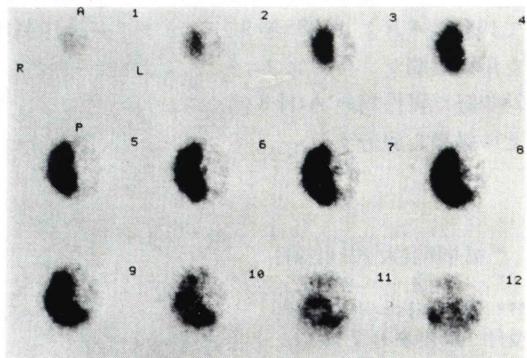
SPECT of the same patient as in Fig. 1a. A large hemispherical defect can be observed. There is a contralateral cerebellar low uptake of I-123 IMP (diaschisis).
